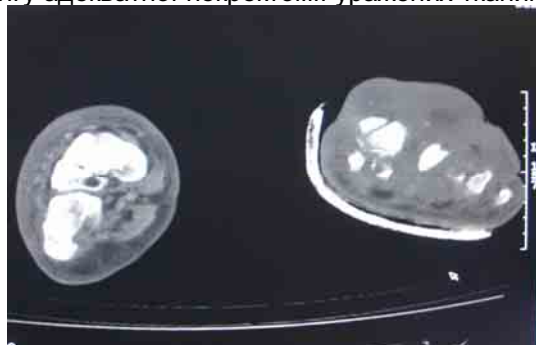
Вторинна флегмона лівої стопи внаслідок гнійного остеомієліту 1-ї плесневої кістки у хворого Н., 59 років, з ожирінням 1-го ступеня. Запальна інфільтрація медіального та серединного фасціальних лож, масивна деструкція голівки 1-ї плесневої кістки (поперечна томограма на рівні голівок плесневих кісток)
